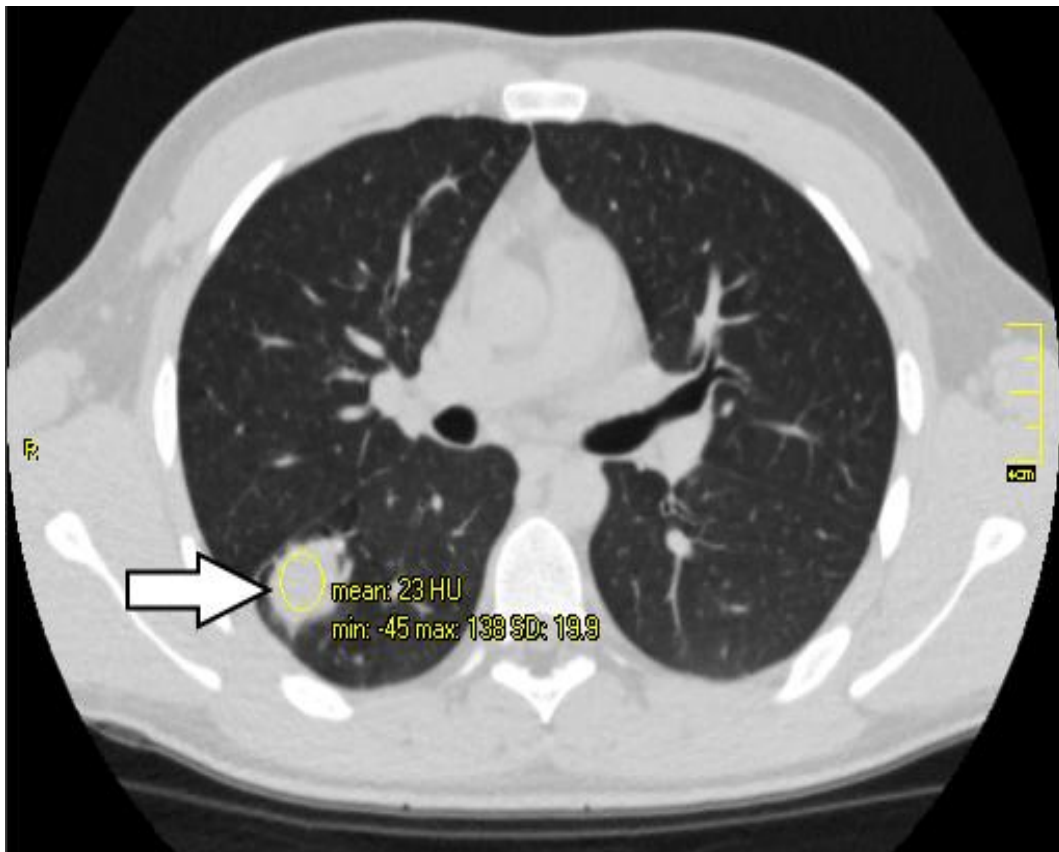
4. Аксиальні зрізи КТ хворого К. з діагнозом РРТБ нижньої долі правої легені (туберкулома) з вказаними денситометричними показниками.
